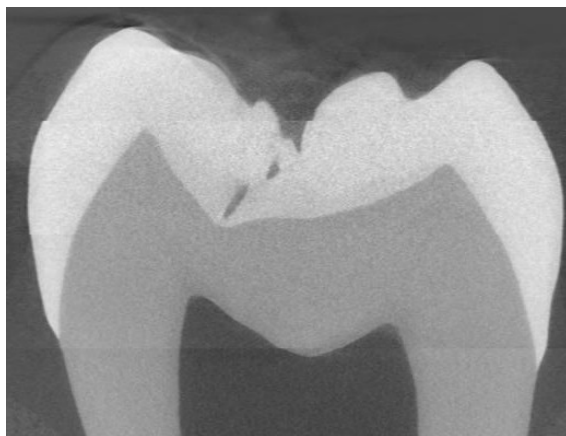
Schnittbild aus dem μ CT-Datensatz
